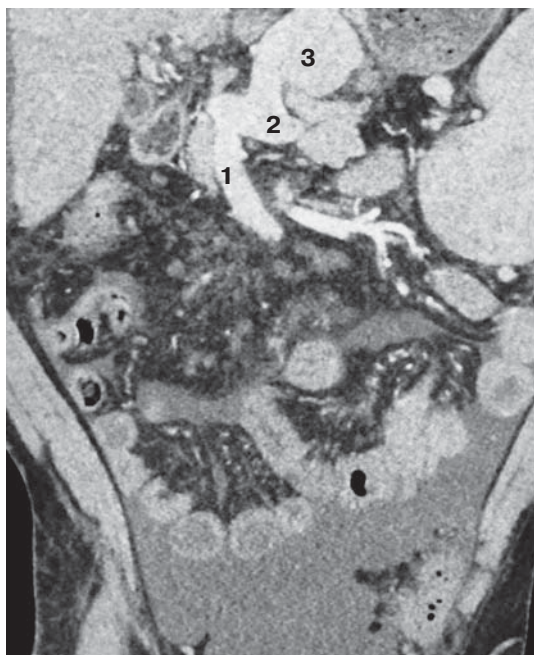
Двумерное КТ-изображение аневризмы левой желудочной вены. 1 – верхняя брыжеечная вена, 2 – селезеночная вена, 3 – аневризма левой желудочной вены.
